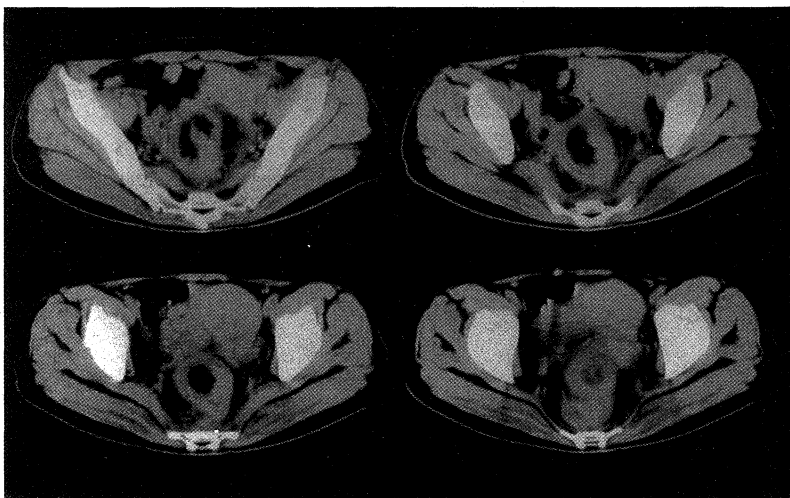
Case 1. Lower abdominal CT scan. CT showing intussusception at the rectum.
